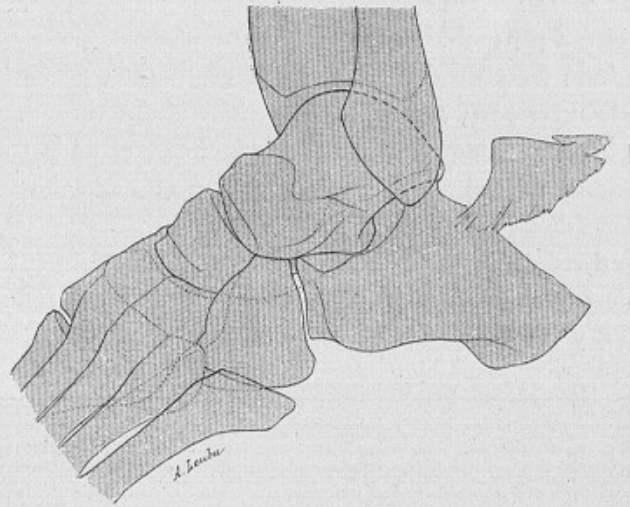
Fracture par arrachement du calcanéum (d'après la radiographie).*
